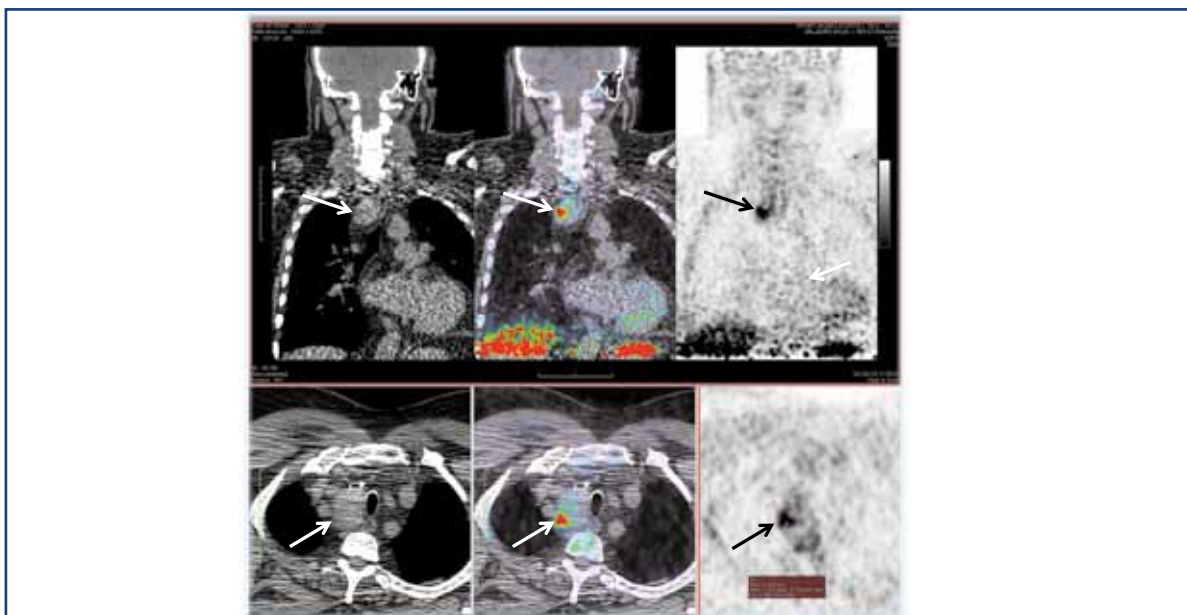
► Images tomographiques axiales et coronales de la région cervico-médiastinale obtenues par CT scan couplé à une tomographie par émission de positron (TEP) après injection de méthionine marquée chez le patient n°2, démontrant un foyer d'hyperfixation intense en regard du versant externe de la partie inférieure du lobe thyroïdien droit plongeant dans le médiastin supérieur (indiqué par les flèches). Un autre foyer intense était également visualisé en regard du pôle supérieur du lobe gauche de topographie légèrement postérieure (images non montrées).
